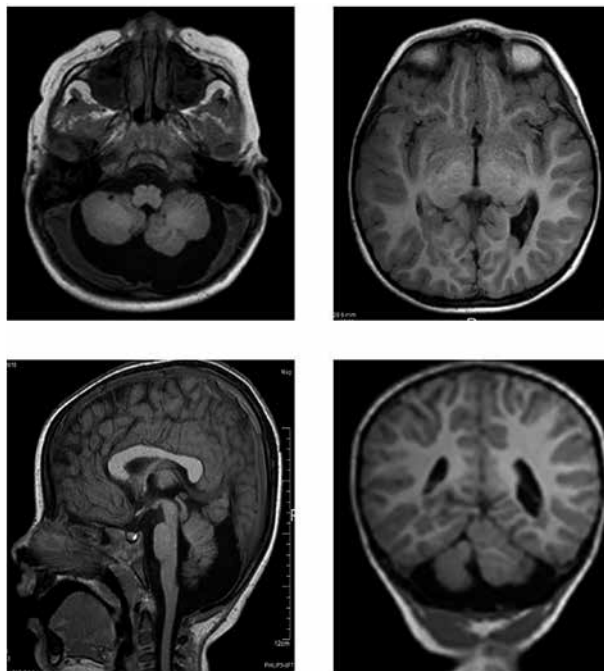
Resonancia magn3tica de malformaci3n de Dandy-Walker, hipoplasia del vermis y hemisferio cerebeloso, displasia de corteza cerebelosa y heterotop3a en banda periventricular.
